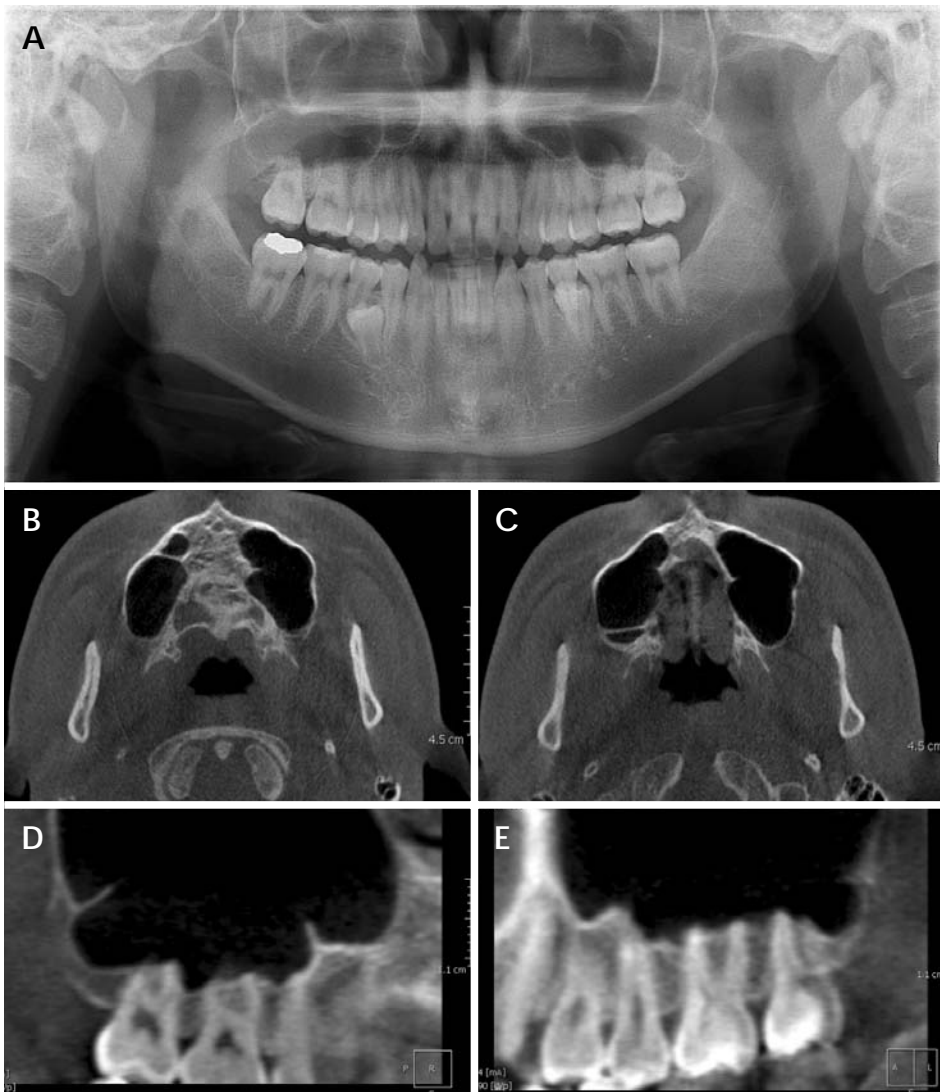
A. Panoramic radiograph of 18-year-old male. Suspected sinus septa at maxillary right third molar, maxillary right first premolar and maxillary left second premolar areas. B. Axial CBCT image at maxillary premolar level shows a maxillary sinus septum at the right first premolar area but only bony spicule (incomplete septum) at left second premolar area. C. Axial CBCT image at maxillary molar level shows maxillary sinus septum at right third molar area. D. Reformatted CBCT image shows sinus septa at maxillary right third molar and maxillary right first premolar areas. E. Reformatted CBCT image. No observable sinus septa at maxillary left second premolar area but only bony ridge.
